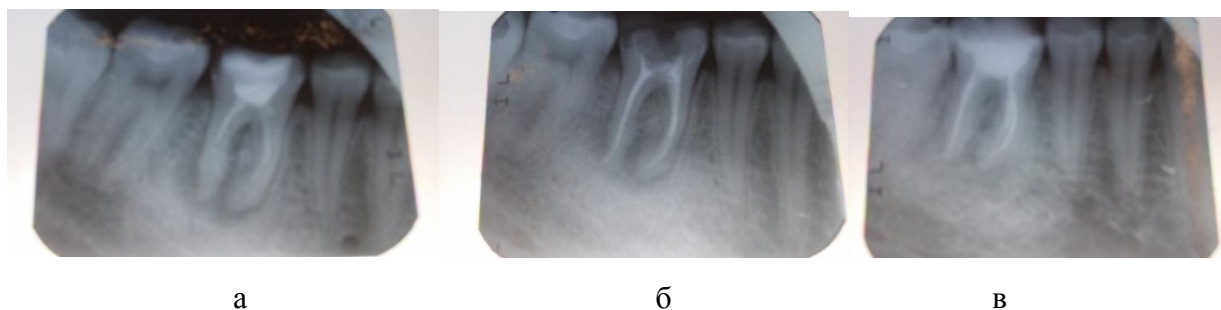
Рентгенологические этапы лечения: а – до лечения; б – сразу после проведенного лечения; в – контроль лечения через 6 месяцев
